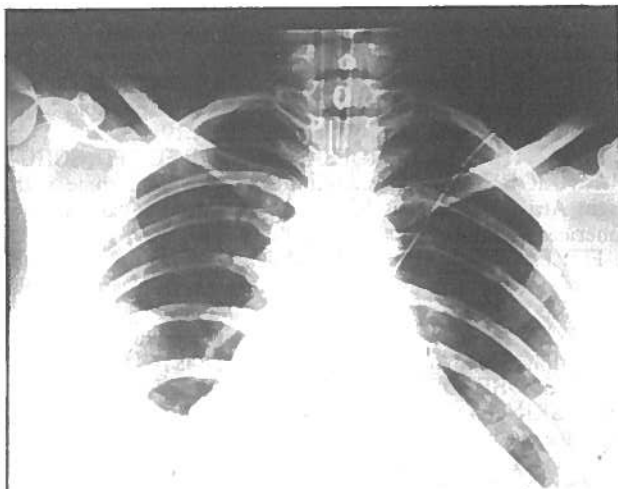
Radiografia do Tórax PA: Imagem de condensação triangular de base externa no 1/3 inferior do hemitorax direito.
